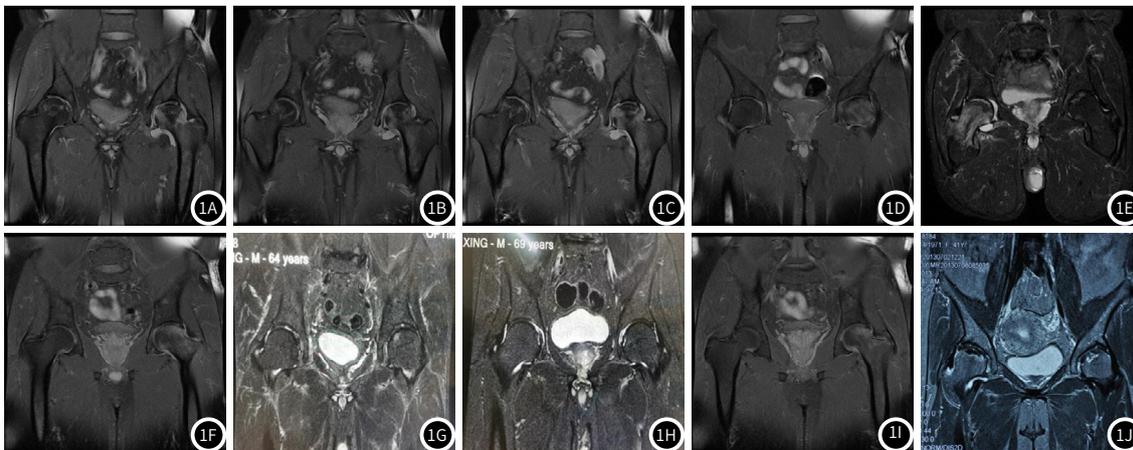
治疗前及治疗后24个月典型病例骨髓水肿分级MRI图像。注：图1A为治疗前I级(右侧)，图1B为治疗前II级(左侧)，图1C为治疗前III级(左侧)，图1D为治疗前IV级(左侧)，图1E为治疗前V级(右侧)，图1F为治疗后24个月I级(右侧)，图1G为治疗后24个月II级(左侧)，图1H为治疗后24个月III级(左侧)，图1I为治疗后24个月IV级(左侧)，图1J为治疗后24个月V级(右侧)。
